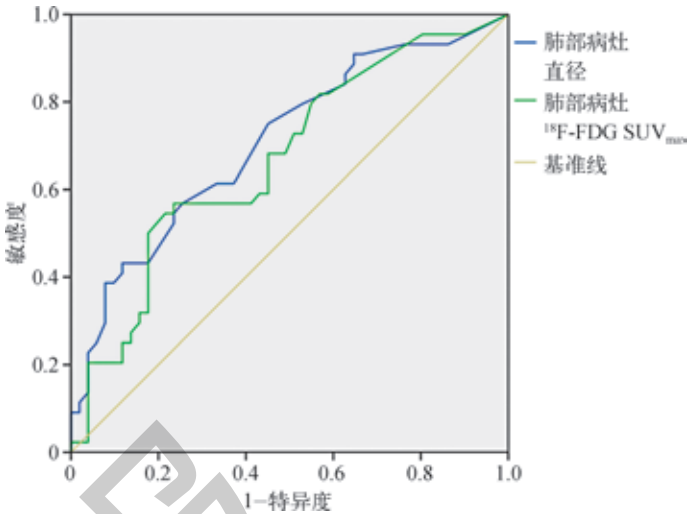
95 例接受¹³¹I治疗的 DTC 肺转移患者肺部病灶直径及¹⁸F-FDG SUV_{max}的 ROC 曲线
